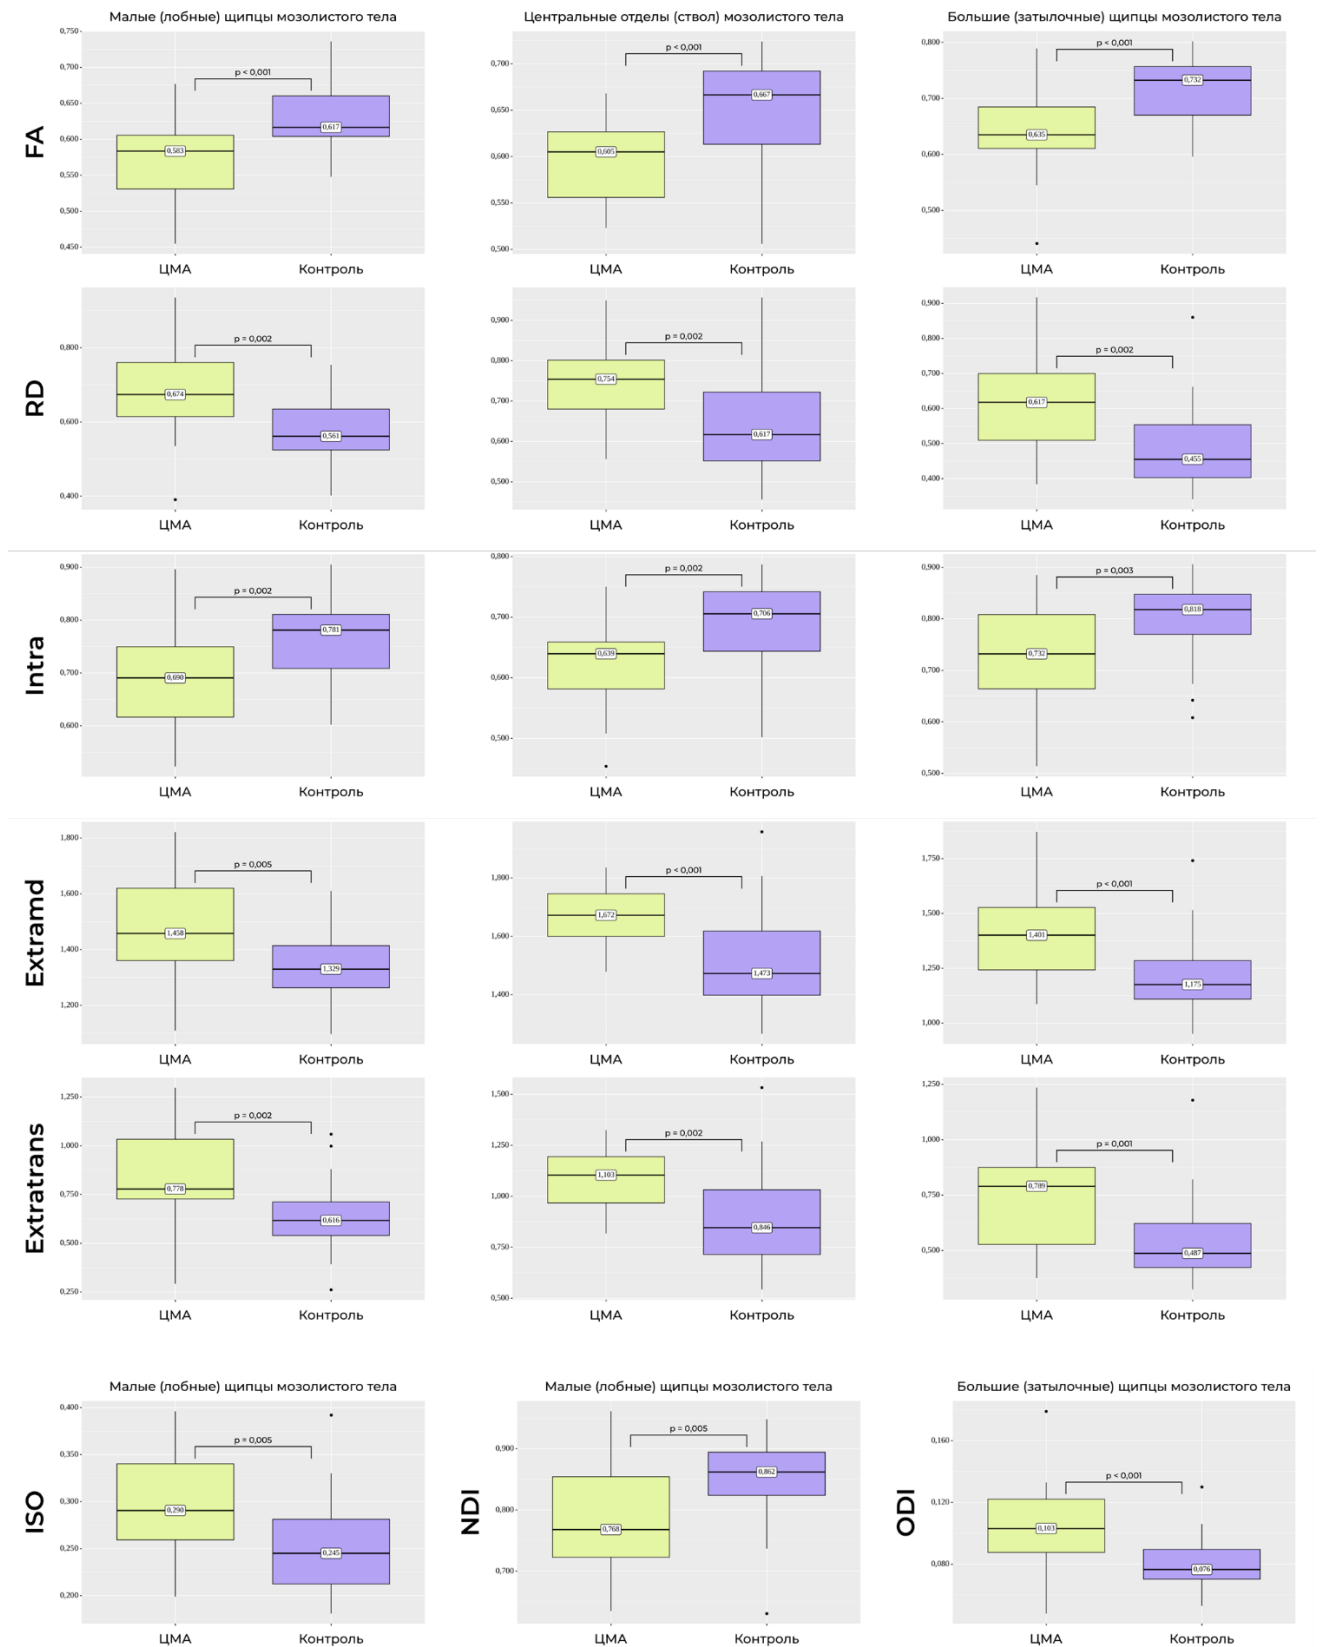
Сравнительный анализ метрик диффузионных моделей в профилях трех сегментов мозолистого тела (центральные отделы профилей) у обследуемых с ЦМА без лакун в семиовальных центрах и группы контроля, показавших значимое ($p < 0,05$) различие между группами. FA – фракционная анизотропия (ДТ-МРТ), RD – радиальная диффузия (ДТ-МРТ), INTRA - объемная доля внутриаксонной воды
